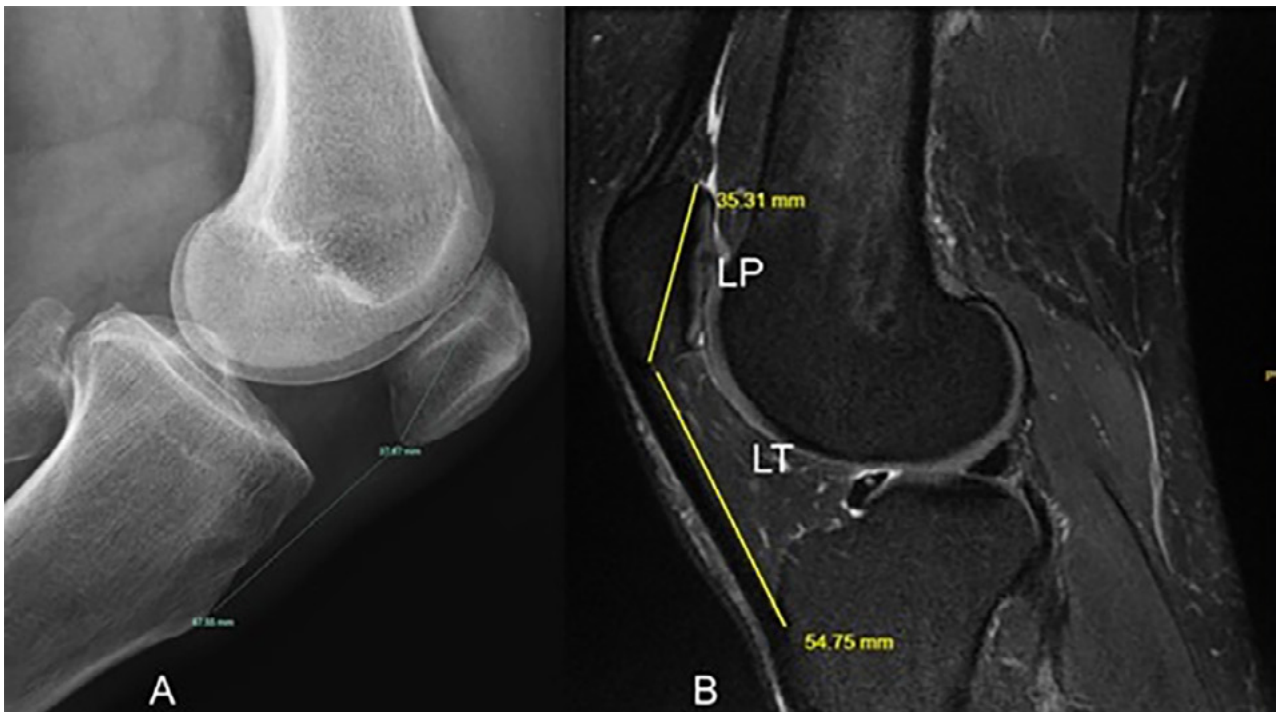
A) Radiografía de rodilla izquierda. LT/LP: $44.55/37.67 = 1.26$. B) Imágenes sagitales de resonancia magnética (RM) de densidad de protones con supresión de grasa. LT/LP: $54.75/35.31 = 1.54$.
